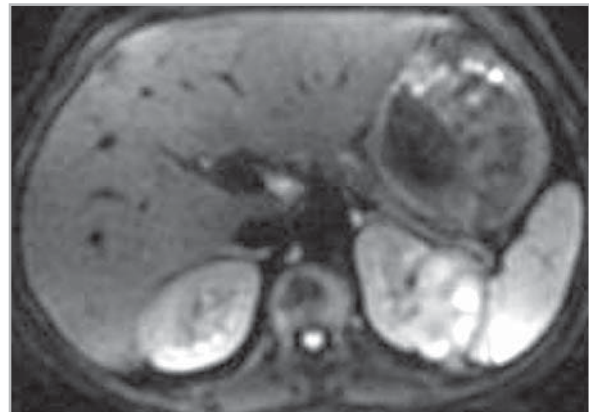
Диффузионно-взвешенные изображения ( $b = 600 \text{ с/мм}^2$ ). Воспалительные изменения в паренхиме почек (в большей степени — в левой)
